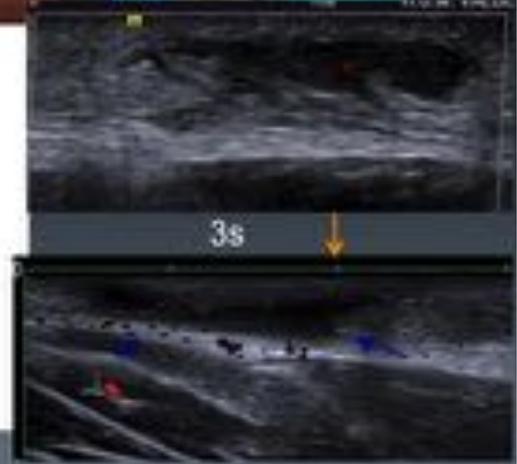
Hidradenitis Superlativa: La ecografía permite monitorizar la respuesta al tratamiento
